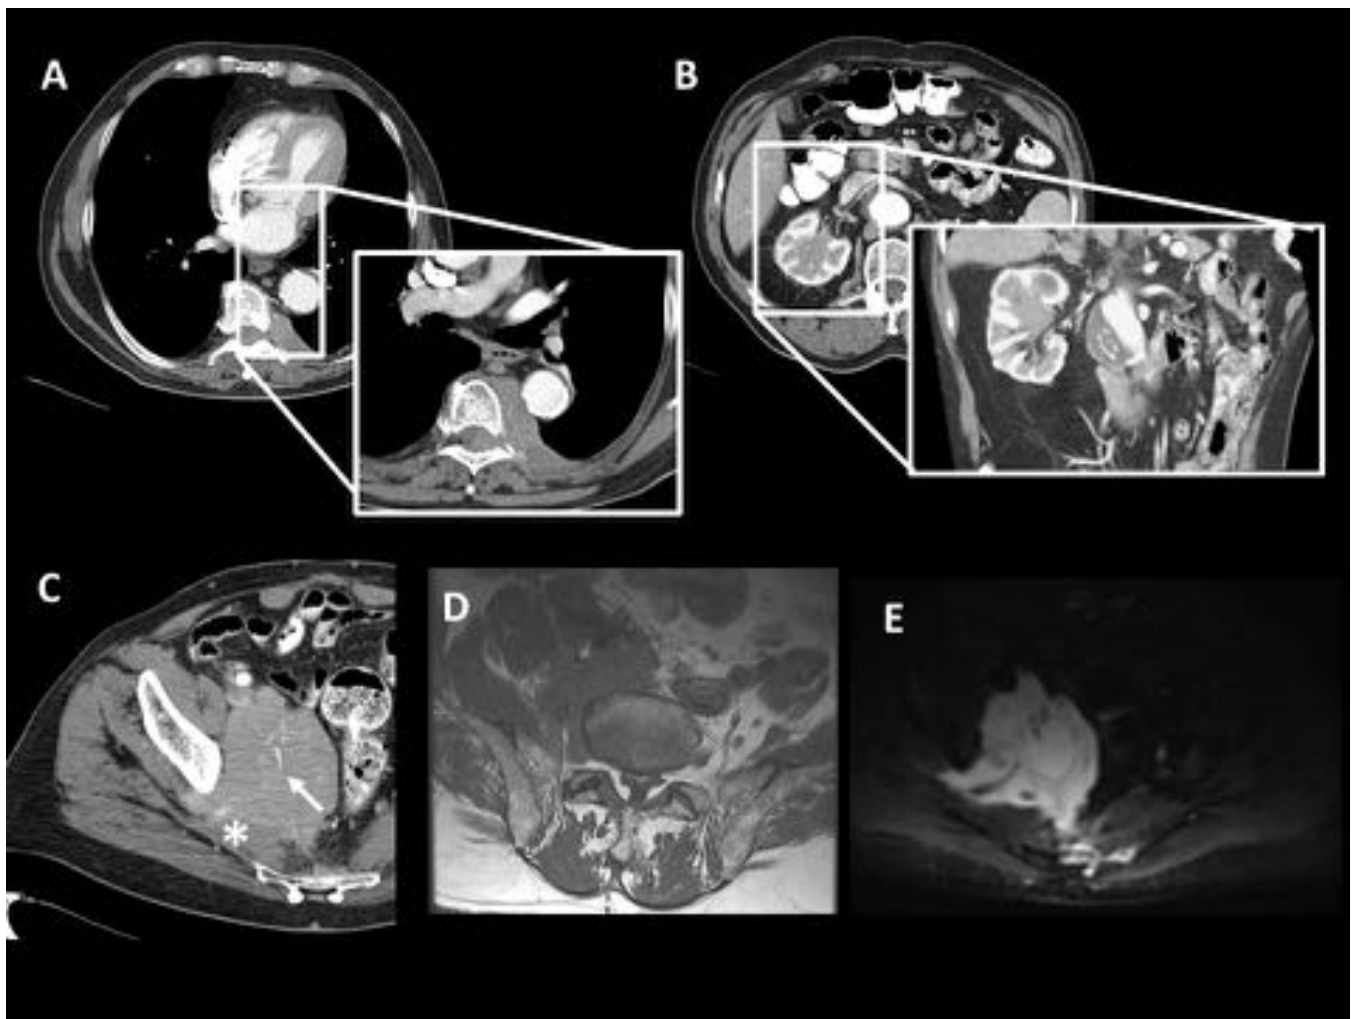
TCMD64 Verdadero positivo. Varón de 76 años con LF estadio IV. El TCMD64 con contraste intravenoso muestra afectación extraganglionar con lesión de partes blandas paravertebral torácica izquierda (A), lesión sinusal renal derecha sólida (B) y masa pélvica derecha (C) con atrapamiento vascular (flecha) e infiltración del músculo piriforme (asterisco). En la RM las secuencias T1-Axial (D) y DWI (E) muestran masa de partes blandas con restricción de la difusión.
